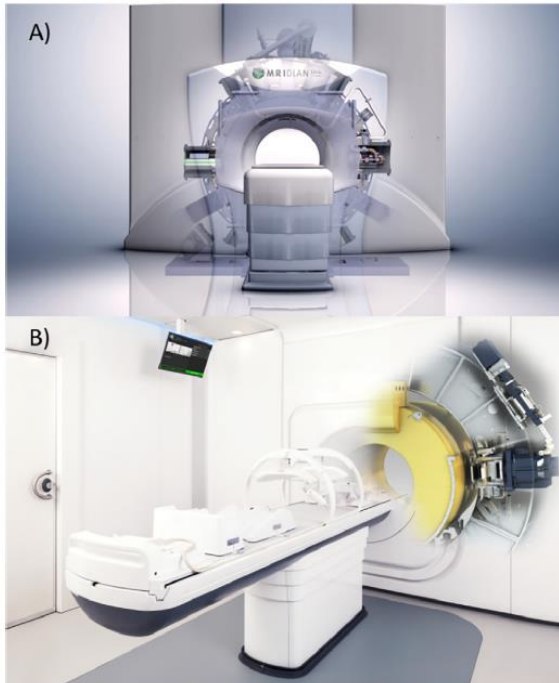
Hybrid systems combining magnetic resonance imaging with radiation therapy. (A) MRIdian system with a 0.35 T MR-linac (ViewRay Inc., USA). (B) Unity system with a 1.5 T MR-linac (Elekta AB, Sweden).
